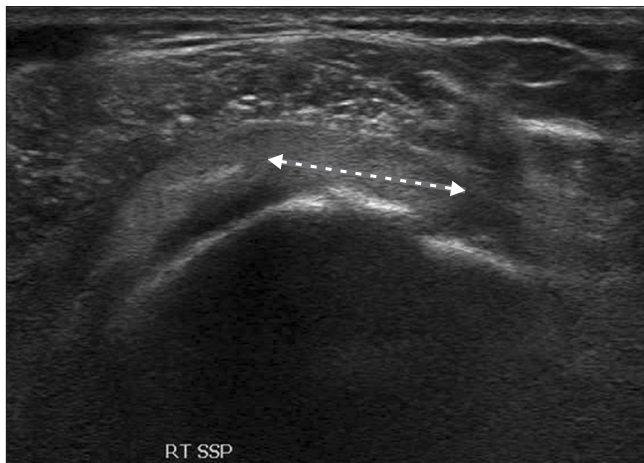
Ultrasonography of the short axis of the SSP showing hyper-echoic fluid in the tear (arrow). RT, right; SSP, supraspinatus.
